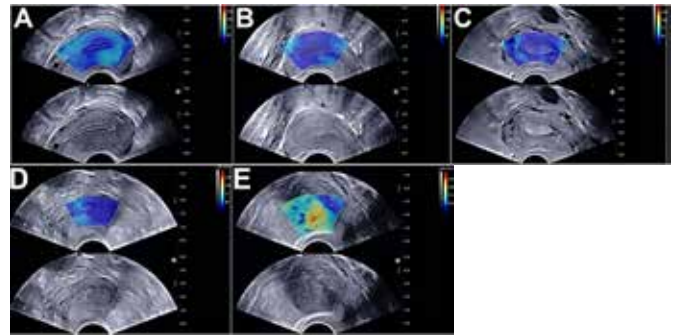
Ultrassonografia transvaginal sem e com elastografia: Imagem de ultrassom do endométrio (proliferativo) na figura A, mostrando elastografia uma área azul uniforme no endométrio. (B) Imagem de ultrassom de endométrio secretor mostrando uma área azul uniforme no endométrio. (C) Os resultados patológicos confirmaram um pólipo endometrial na cavidade uterina. (D) Os resultados patológicos confirmaram endométrio hiperplásico em azul. (E) Os resultados patológicos confirmaram um câncer endometrial na cavidade uterina. A elastografia mostrou lesões tumorais de uma mistura de vermelho, amarelo e azul.¹⁸
